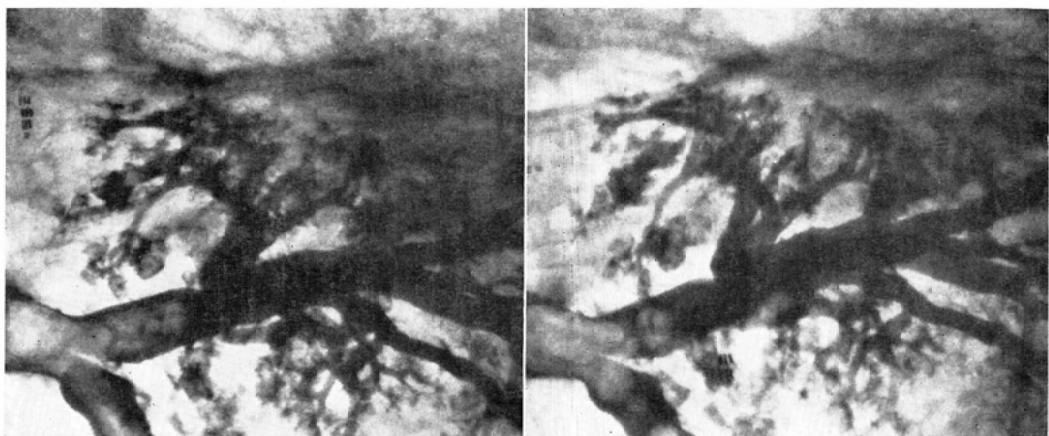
Stereomacroradiography of the lung cancer in four fold magnification. When examined with the normal radiogram, the lesion looks like to be opaque nonstructured infiltration from the upper lobe to the lower lobe. Stereomacroradiography reveals the fine grained structure of infiltration located only at the upper pulmonary lobe.
